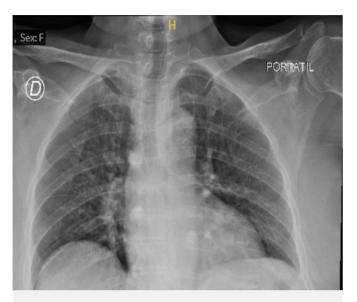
Tradiografia de tórax del 29/5/2024.
